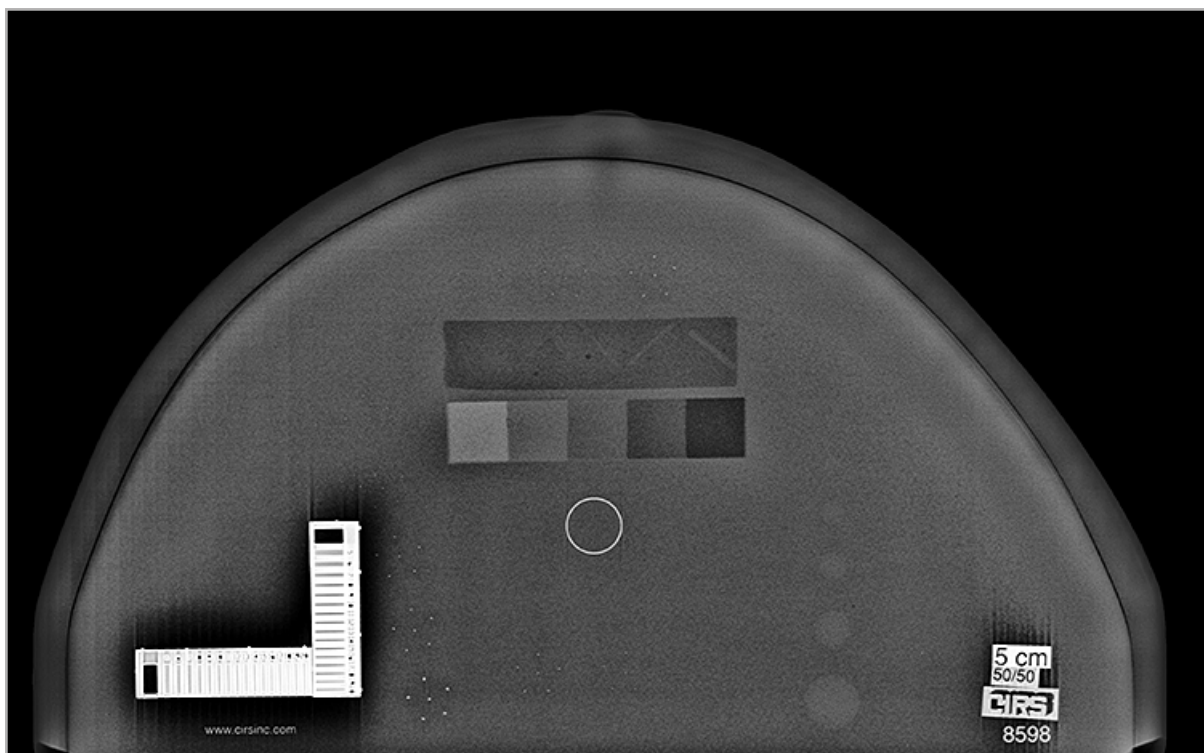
Рентгенологическое цифровое изображение фантома CIRS 010D в автоматическом режиме
